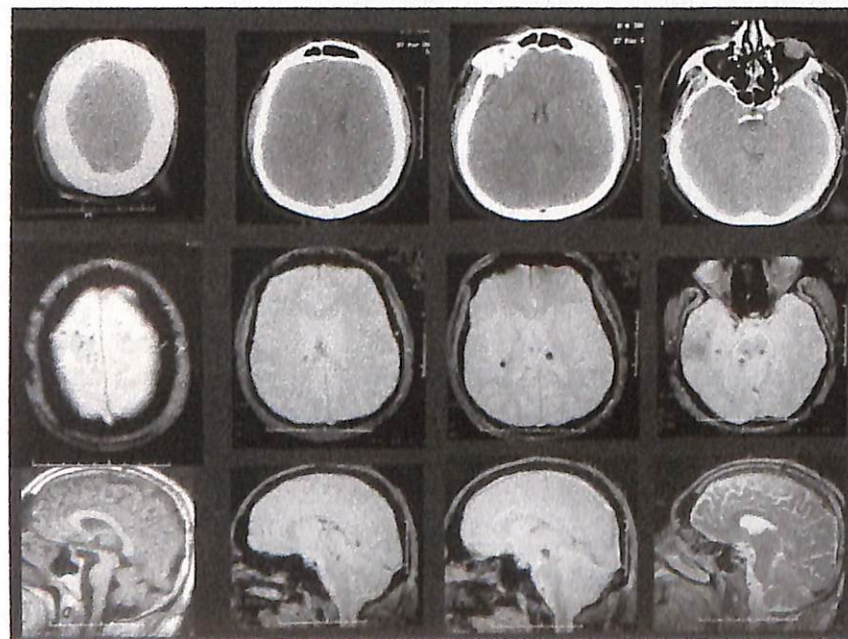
Varón de 42 años que sufre TCE grave (GCS = 4, GCS motor = 2), secundario a accidente de tráfico (coche). El TC inicial (arriba) se clasifica como tipo II según la clasificación de Marshall, identificándose pequeña hemorragia intraventricular. La RM en eco de gradiente axial (centro) y sagital T1, eco de gradiente y T2, muestra lesiones hemorrágicas múltiples en sustancia blanca, cuerpo calloso y tronco.
